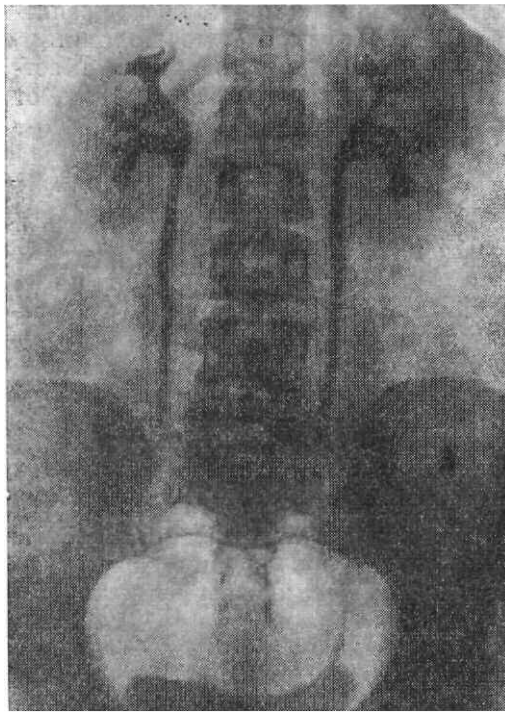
Инфузионная урограмма в прямой задней проекции. Контрастированы чашки, лоханка, мочеточник и мочевого пузыря.
